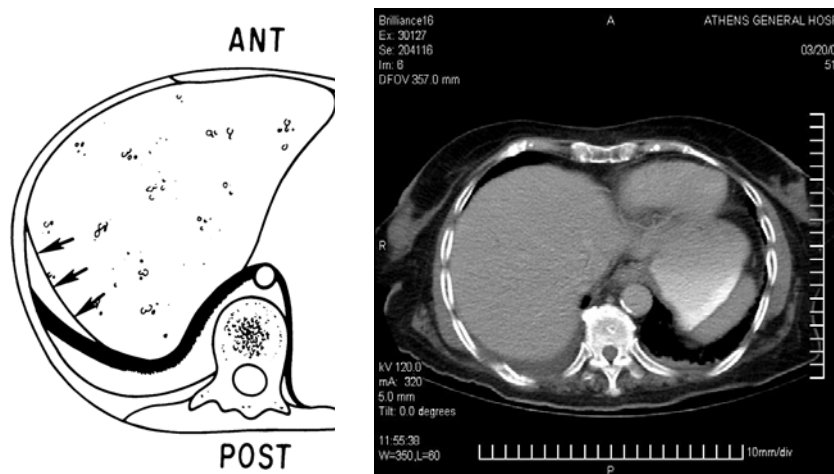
Ilustrarea semnelui interfeței. Se observă o interfață neclară între colecția pleurală și ficat, medial și o interfață distinctă, clară, mai lateral, unde ascita este în contact direct cu ficatul. Pe imaginea CT se observă interfața neclară dintre colecția pleurală și ficat
